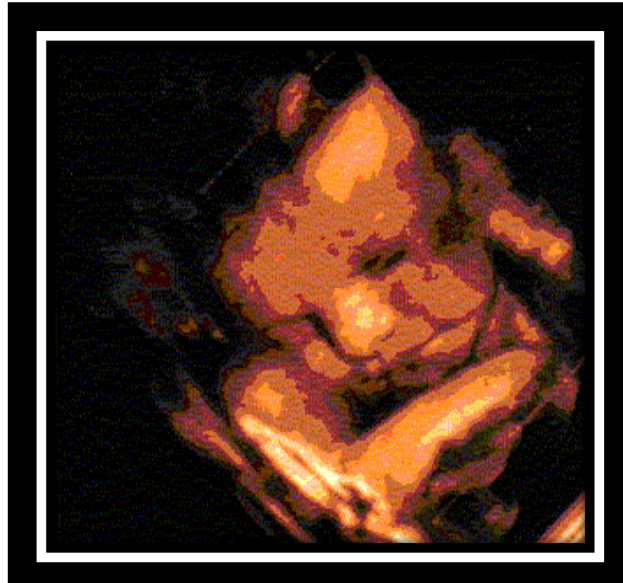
Cara y labio normal visto con ecografía tridimensional.
